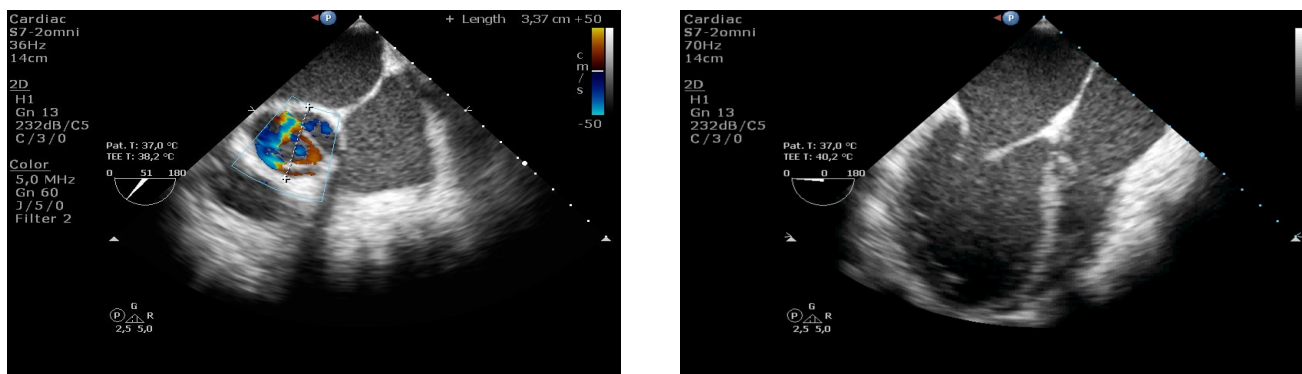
Ecocardiografie transesofagiană Doppler
